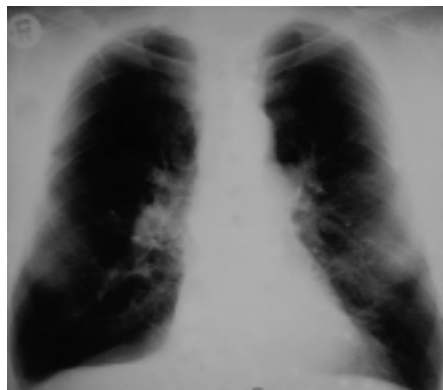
Röntgen-Thoraxaufnahme (p.a.) eines 45-jährigen Patienten mit Alpha-1-PI-Mangel-empysem
